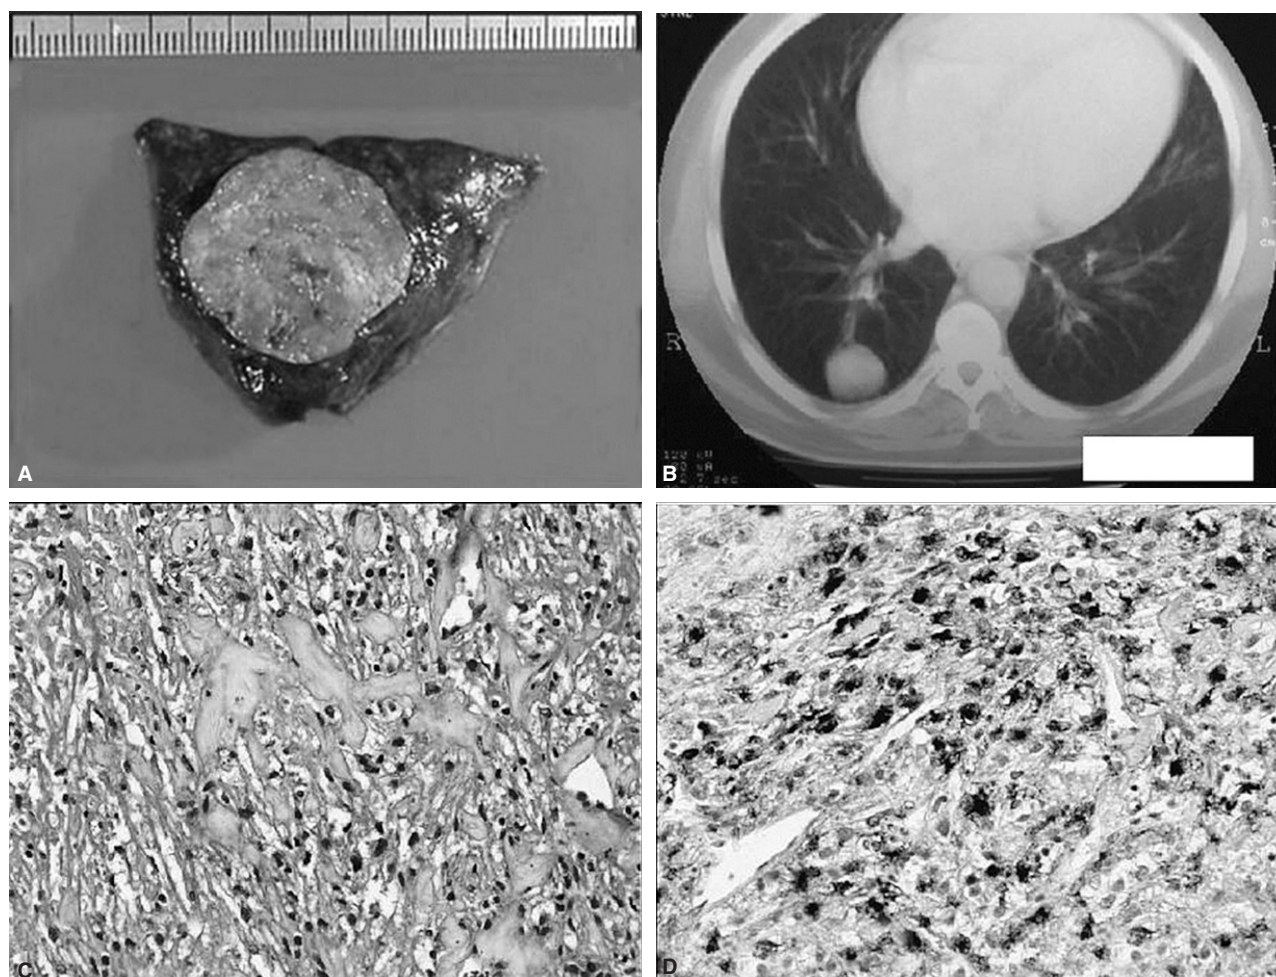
Tumor benigno de células claras pulmonar. A: corte transversal de la pieza de resección en el que se aprecia un tumor bien delimitado. B: tomografía computarizada que muestra un nódulo pulmonar. C: sección histológica teñida con hematoxilina-eosina que muestra células con citoplasma claro. D: células tumorales que expresan inmunotinción para HMB45.
